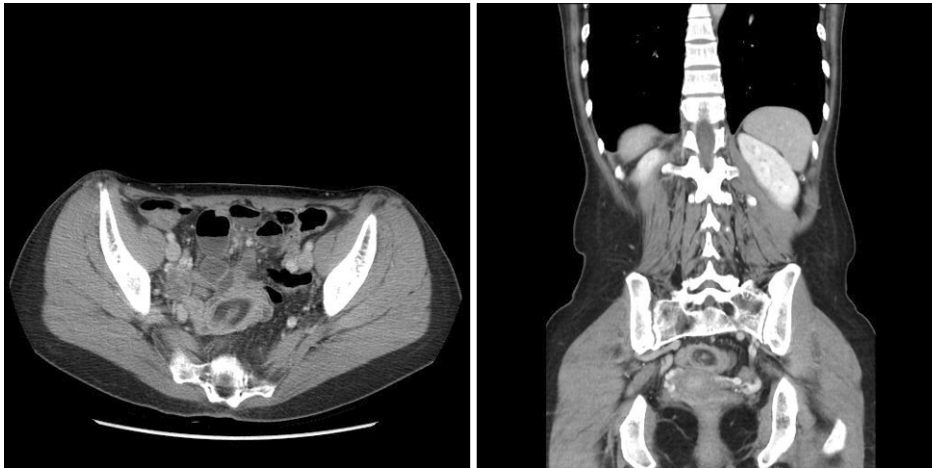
CT scan shows fatty mass with focal intussusception in the distal ileum.
